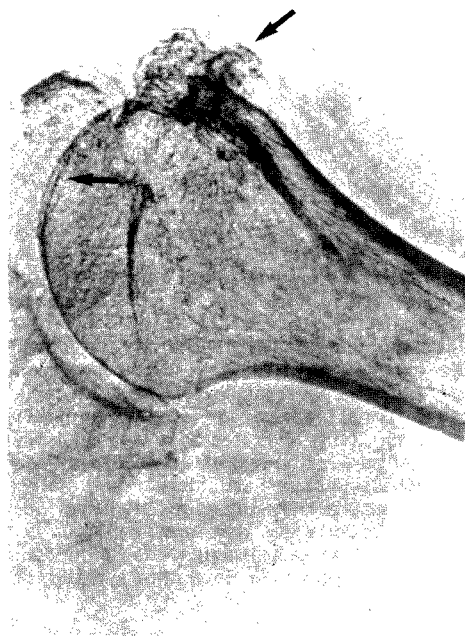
XEROGRAFIA: que mostra ainda melhor que a radiografia standard o osteofito sub-condral da metade superior da cabeça humeral e as entesopatias exuberantes dos bordos interno e externo da goteira bicipital.
